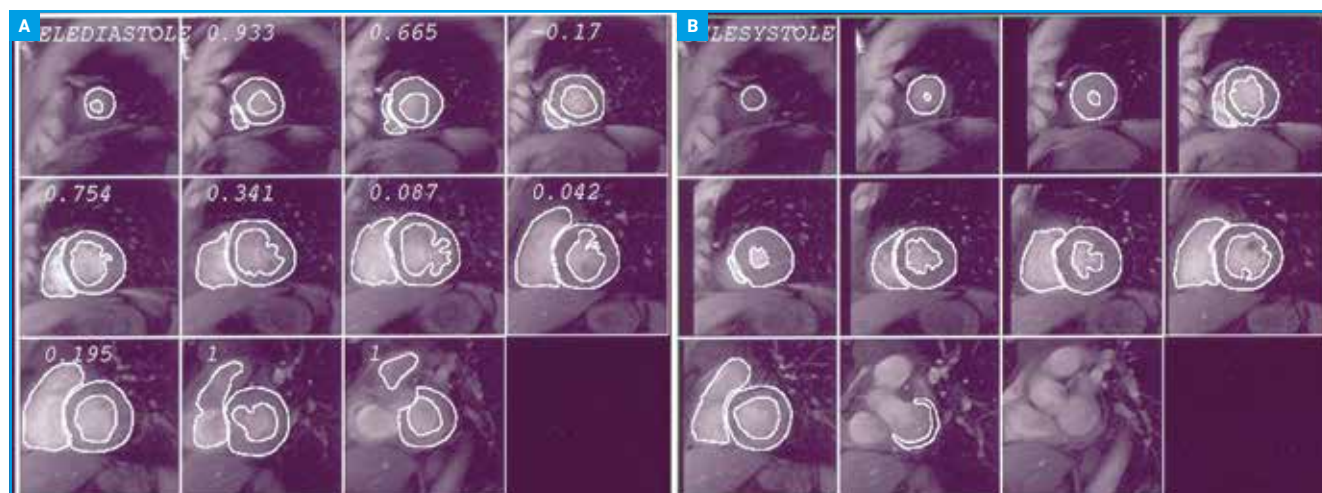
et 1B: Ciné-IRM en coupe petit axe. Détection manuelle des contours endocardiques du ventricule droit. (A) en télédiastole et (B) en télésystole. Détection automatique avec correction manuelle des contours endocardiques et épicaudiques du ventricule gauche.
